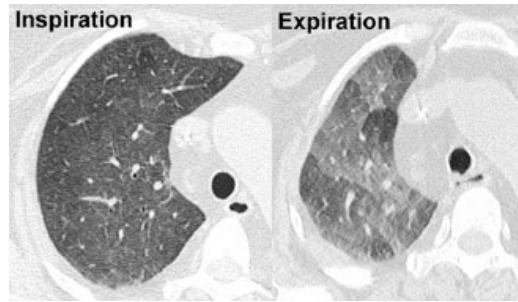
Corte transversal de TAC al final de inspiración y al final de la espiración se muestra atrapamiento aéreo.
